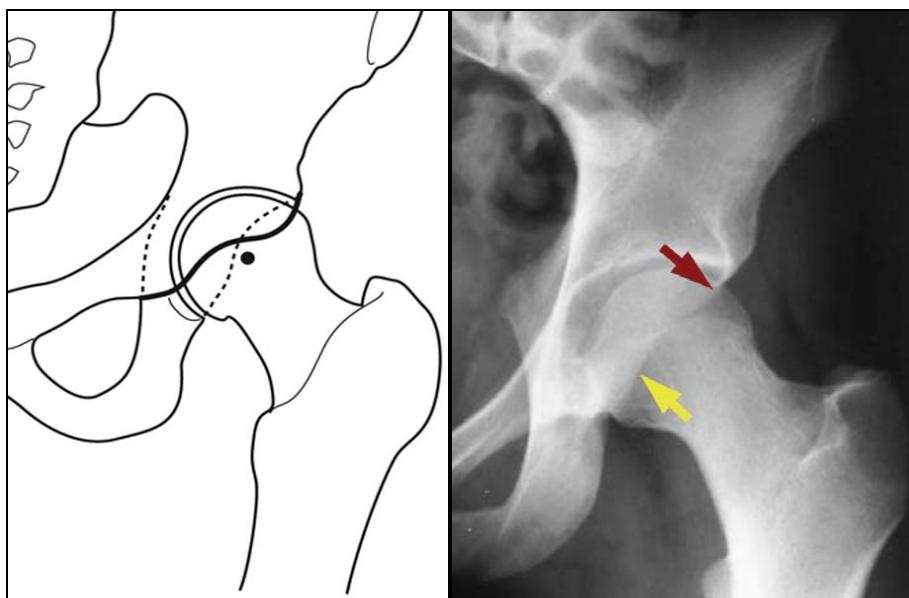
"Pistol-grip deformity" slika nesferične femoralne glave na spoju sa vratom butne kosti, poznata je i kao post-slip, ili head-tilt, morfološka promena, kada se posmatra na standardnom anteroposteriornim radiografskim snimcima kukova.
